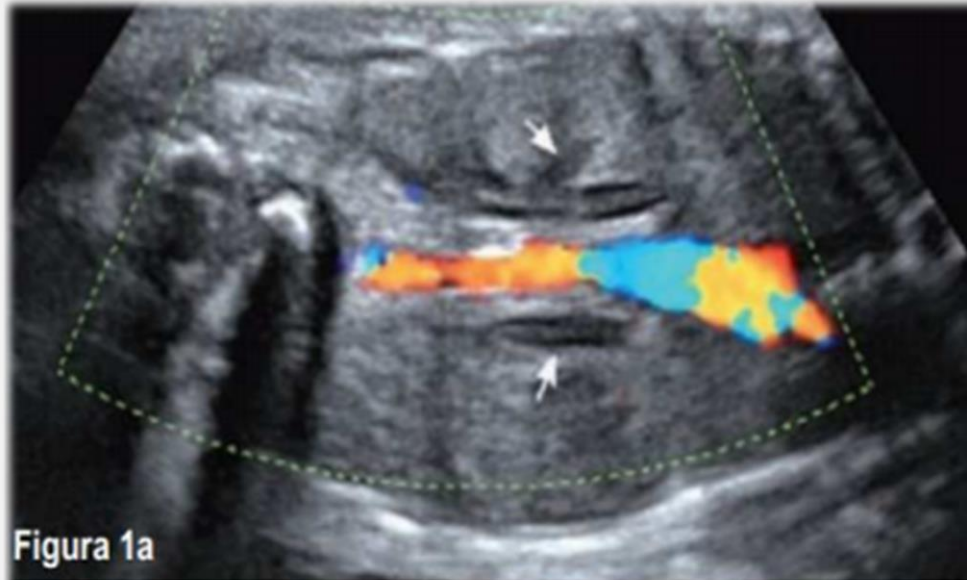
Doppler color de aorta abdominal. Se observa ausencia de ambos riñones y de las arterias renales. Se identifica signo de la "suprarrenal acostada o tumbada" (flechas blancas). Figura 1b. PowerDoppler 3D de aorta abdominal. Se observa ausencia de la bilateral de las arterias renales.
